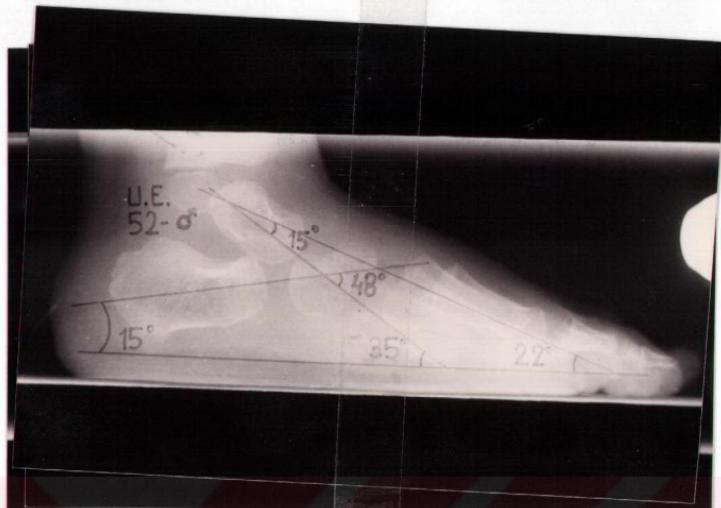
Eksternal tibial torsiyonu olan fleksibl pes planus olgusu. Lateral grafide naviküloküneiform eklemde çökme olduğu ve talus eğiminin artmadığı görülebilir. (Ölçüm sonuçları için Tablo-5'te 19. sıradaki hastaya bakınız.)
